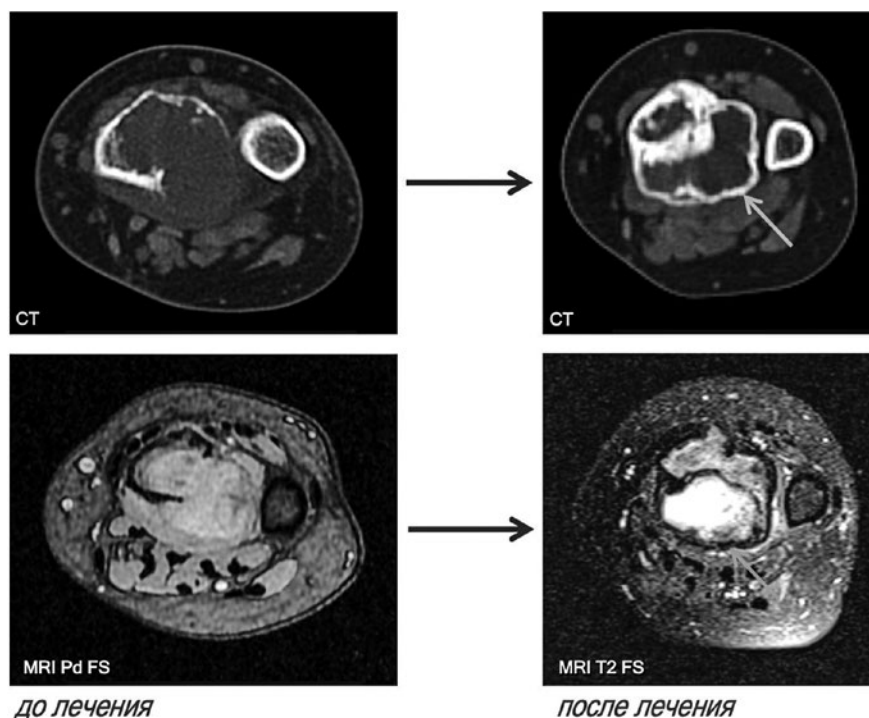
Оценка толщины склеротического ободка, по данным РКТ и МРТ, у одного и того же пациента с ГКО дистального отдела лучевой кости. Верхний ряд изображений: РКТ (аксиальная проекция) до и после лечения. Нижний ряд изображений: МРТ (аксиальная проекция) в режимах с жироподавлением до и после лечения. Отмечается отсутствие склеротического ободка до начала лечения и его появление после лечения (стрелка).
